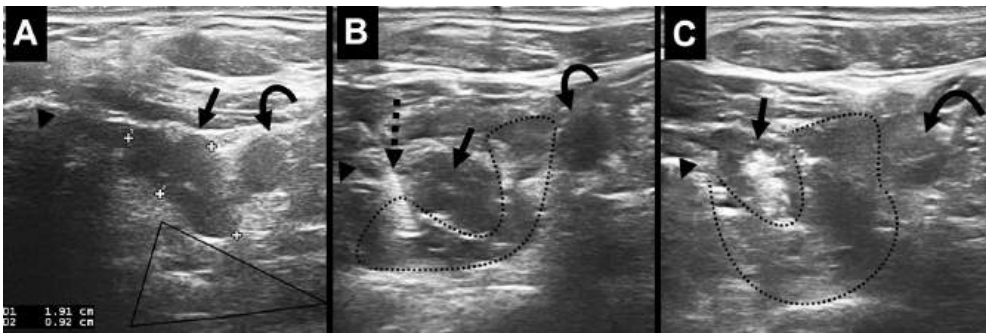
Ecografía durante ablación por radiofrecuencia de adenoma paratiroideo inferior izquierdo. A. Ver relación del Adenoma paratiroideo (flecha y calipers) con la tráquea (cabeza de flecha), la carótida común (flecha curva) y el espacio de peligro (triángulo). B. Hidrodisección (línea punteada) realizada con aguja fina (flecha rayada) medial al objetivo (flecha) para aislarlo de la tráquea, espacio de peligro y consecuentemente el nervio recurrente laríngeo (cabeza de flecha) y carótida común (flecha curva). C. Tratamiento concluido, notar el cambio en la ecogenicidad del objetivo (flecha) respecto a imágenes previas, y la progresión de la hidrodisección (línea punteada) respecto de la tráquea y la carótida común (cabeza de flecha y flecha curva, respectivamente).
